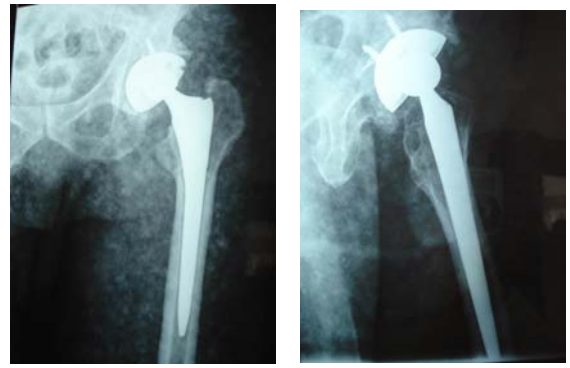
Anteroposterior and lateral X-ray of left hip 6 yr after biotype artificial total hip arthroplasty show well positioned prosthesis and the patient recovered well
